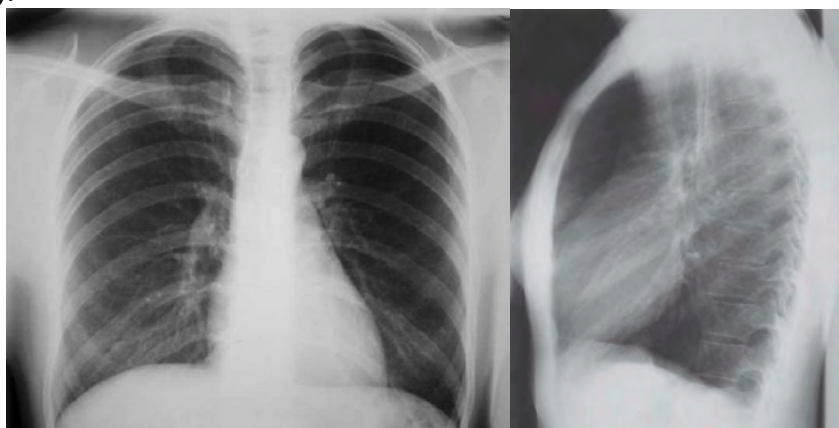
Прямая и боковая обзорная рентгенограмма грудной клетки (Источник: радиологический портал Радиомед, <https://radiomed.ru>)
